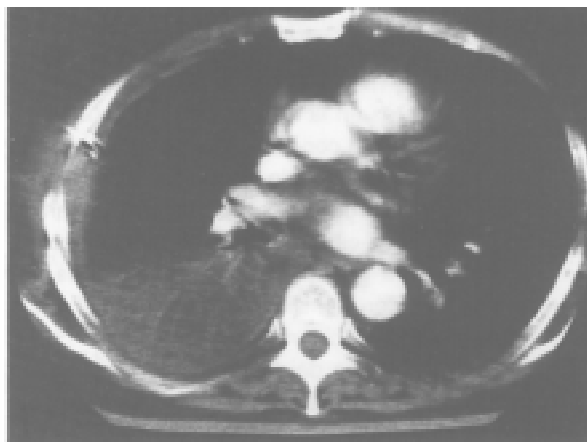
TAC de tórax (control): opacidades bilaterales con hepaticización a predominio derecho. Densidad negativa. Signo del angiograma.
